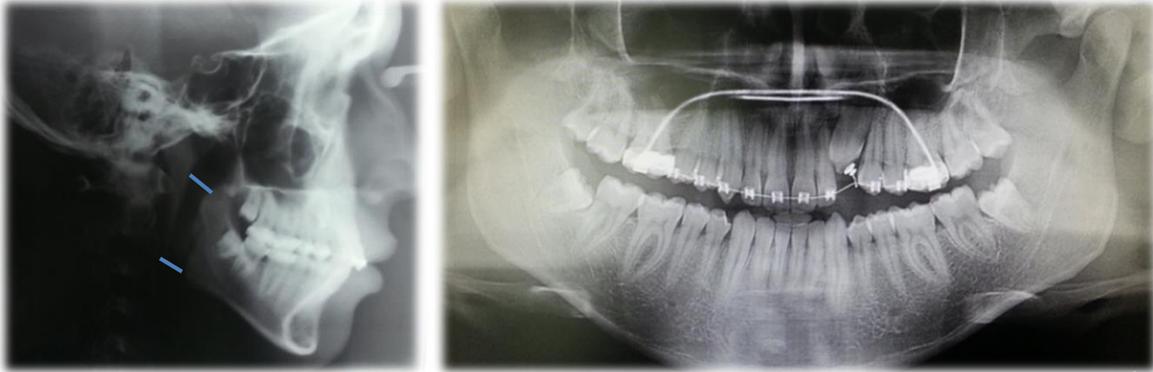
Radiografías; lateral de cráneo y ortopantomografía pretratamiento
